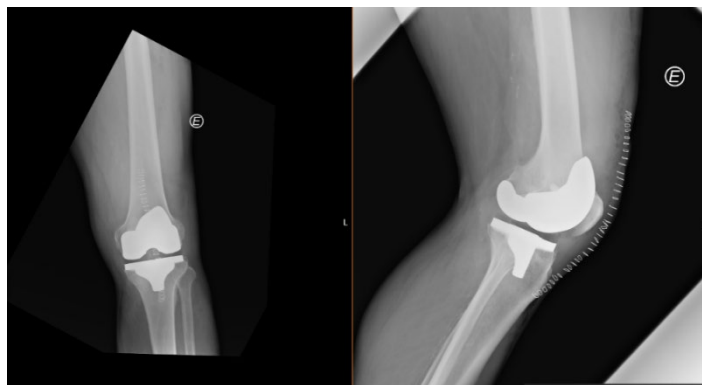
Radiografia ântero-posterior e lateral de prótese do joelho (imagem cedida por particular)
